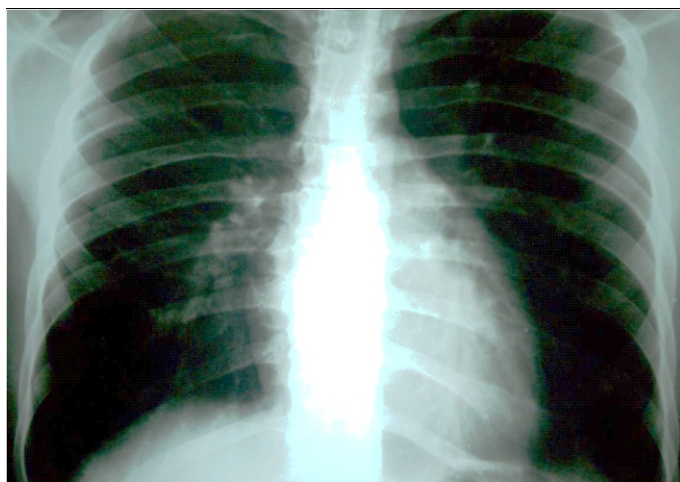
Radiografía de tórax al momento del ingreso del paciente, se observa silueta cardíaca con imagen en "gota".
